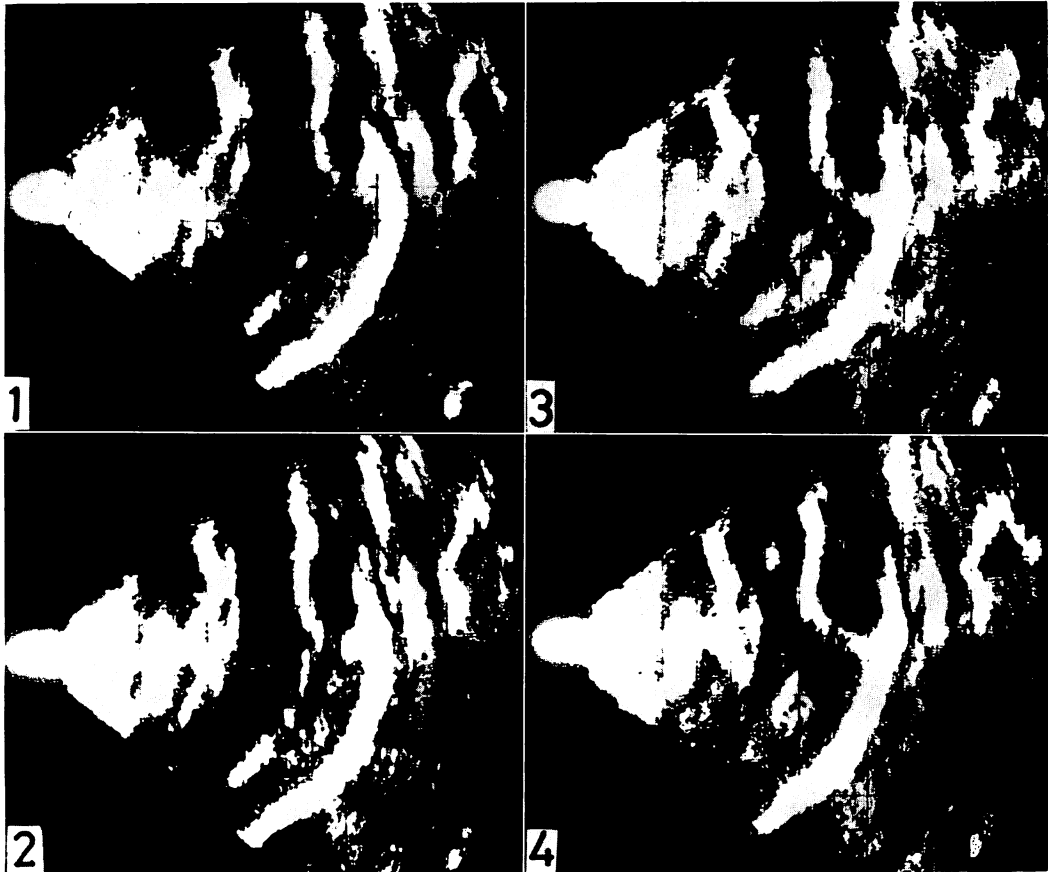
Ultrasono-cardiotomograms in a normal subject.
